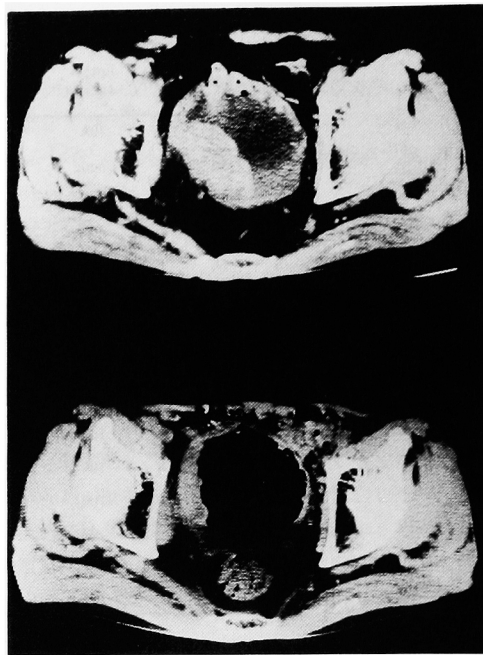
CT scan of case 3: The upper panel shows an invasive bladder tumor before treatment and the lower panel shows that it disappeared after treatment.
